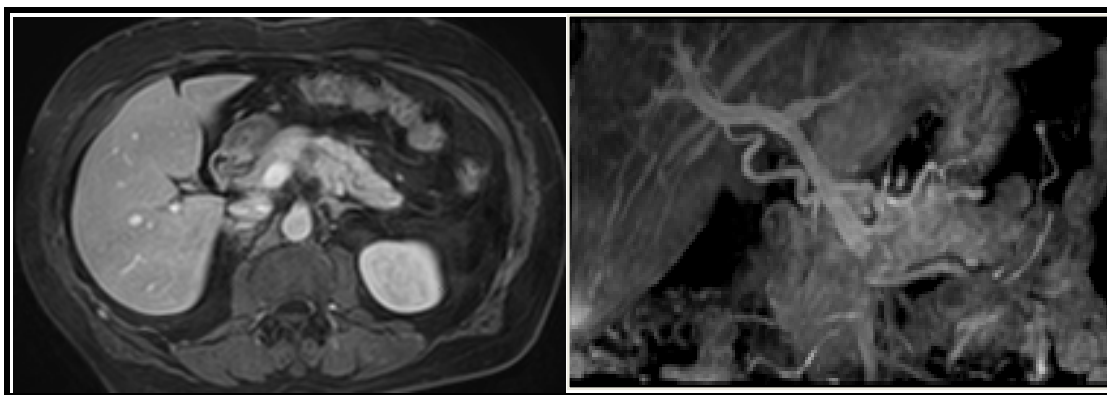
Figura # 10: Imagen de RM. A. Secuencia T1 con saturación grasa y gadolinio donde se aprecia tumoración pequeña hipointensa en cuerpo de páncreas. En corte coronal se observa que esta lesión se encuentra infiltrando las estructuras vasculares: Arteria mesentérica superior y vena porta lo cual la convierte en una lesión con Tipo III con criterio de no resecabilidad.
